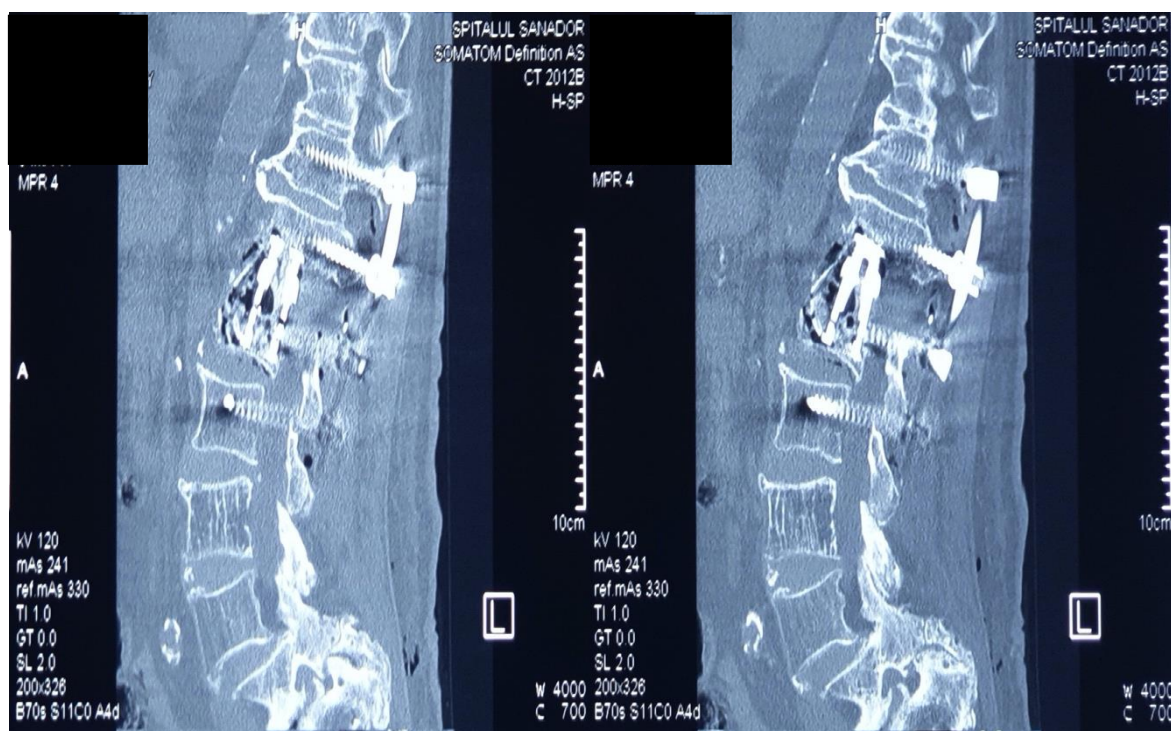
Controlul CT postoperator (8 șuruburi transpediculare de titan, 2 tije de titan și cage expandabil)
